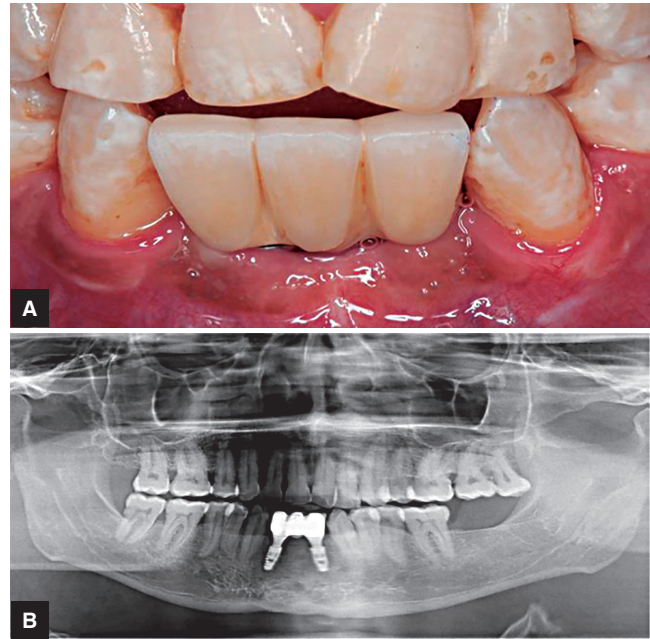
a) Puente de porcelana final, b) Radiografía post-tratamiento final.
